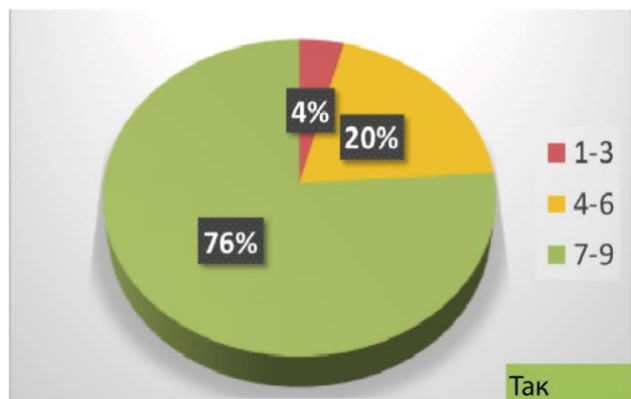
Дельфі: У діагностиці рецидивуючого гострого риносинуситу: Чи необхідно обстежити пацієнта за допомогою комп'ютерної томографії навколоносових пазух під час (або незабаром після) гострого епізоду, якщо не було проведено ендоскопію?
